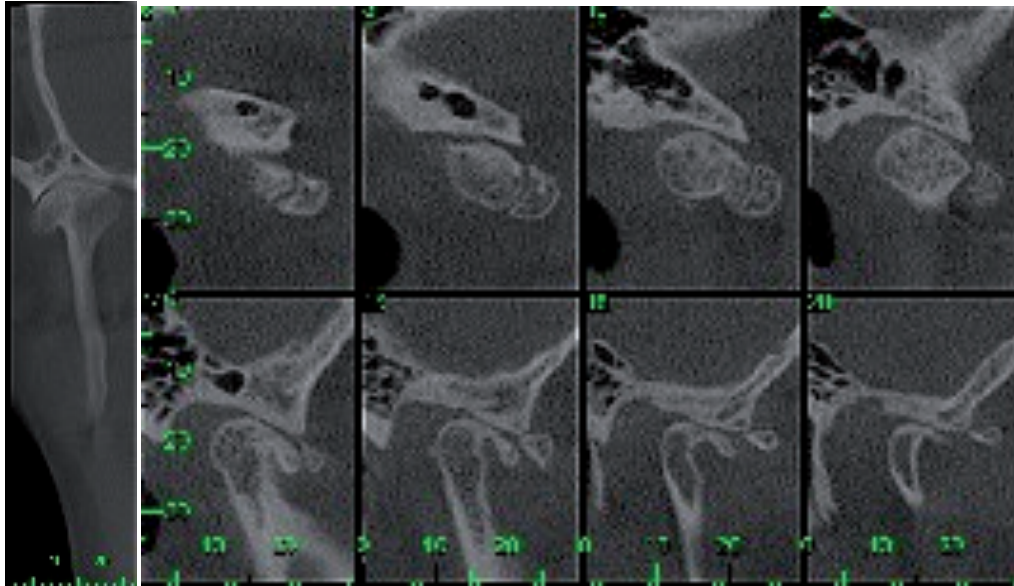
Cortes sagitales de Cone Beam 3D, donde se observan islotos óseos de formas irregulares ubicados hacia anterior en relación a la cabeza del cóndilo mandibular derecho.
